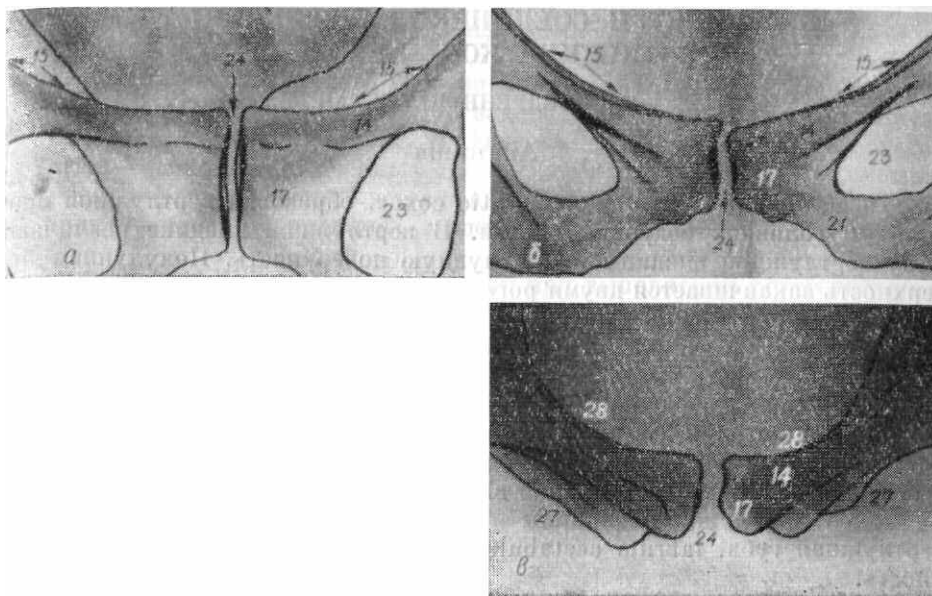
Рентгенограмма локтевого сращения в прямой задней (а), прямой передней (б), аксиальной (в) проекциях. 14 — верхняя ветвь локтевой кости; 15 — пограничная линия; 17 — нижняя ветвь локтевой кости; 21 — ветвь седалищной кости; 23 — запиральное отверстие; 24 — просветление, обусловленное локтевым сращением; 27 — передние поверхности ветвей локтевых и седалищных костей; 28 — задние поверхности ветвей локтевых и седалищных костей.
